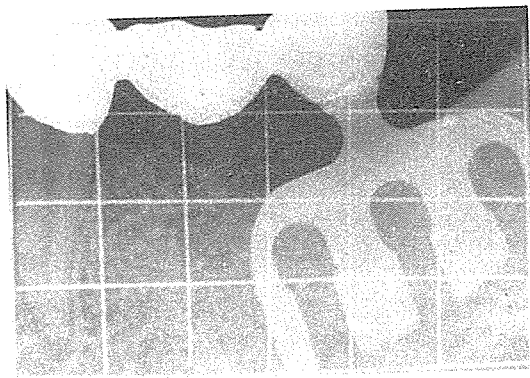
post-operative dental x-ray
